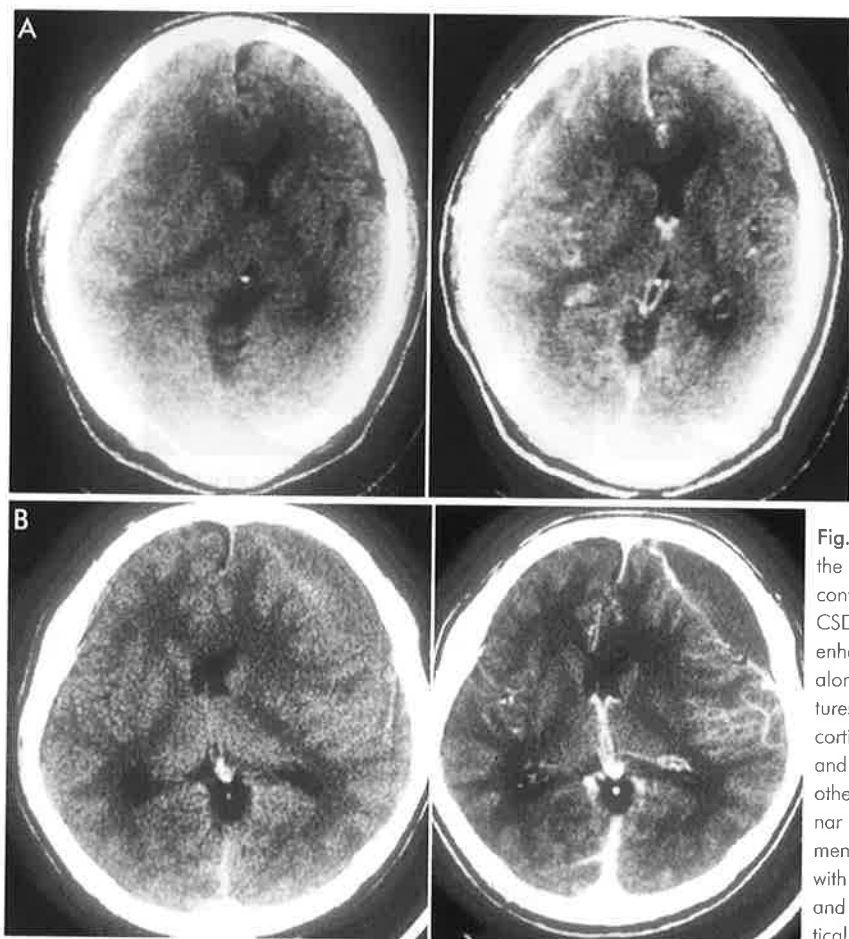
Two representative cases of the laminar type. A: Pre- and post-contrast CT scans of a patient with CSDH of the laminar type. Prominent enhancement of the inner membrane along with high-density laminar structures and moderate enhancement of cortical veins can be seen. B: Pre- and post-contrast CT scans of another patient with CSDH of the laminar type. There is moderate enhancement of the inner membrane along with high-density laminar structures and moderate enlargement of the cortical veins.
